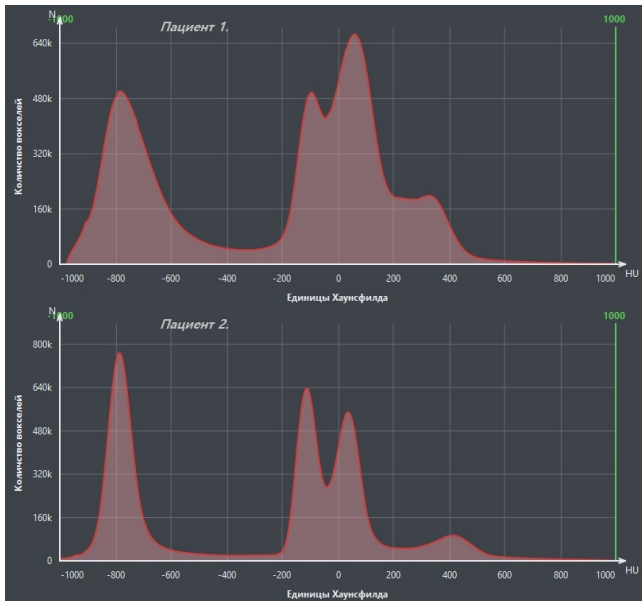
Сглаженные гистограммы интенсивностей КТ-изображения сердца двух разных пациентов в соответствующих масштабах
